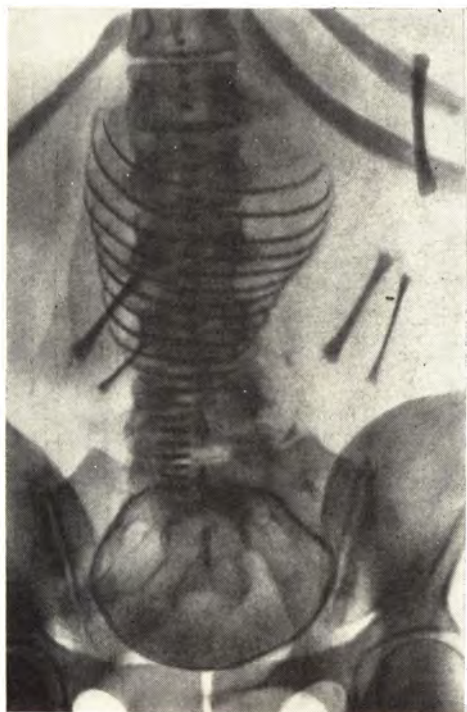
Обзорная рентгенограмма живота в прямой проекции. Головное предлежание плода, средняя позиция.
